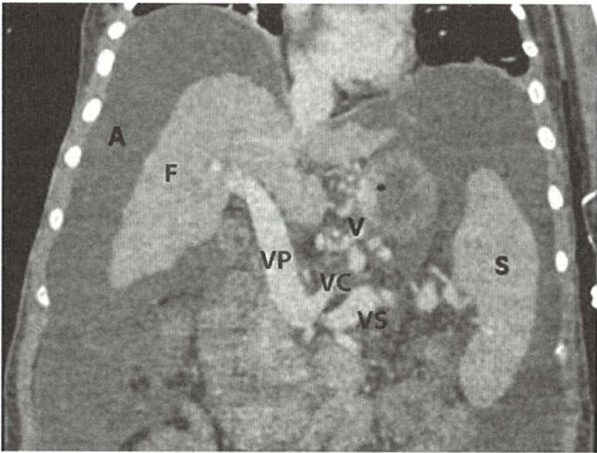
Imagine de Angiografie CT pentru hipertensiune portală și anatomia venoasă portală, incluzând ficatul mic, cirotic (F), splenomegalia (S), ascita (A), varicele esofagiene (V), vena portă (VP), vena splenică (VS) și vena coronară (VC).
